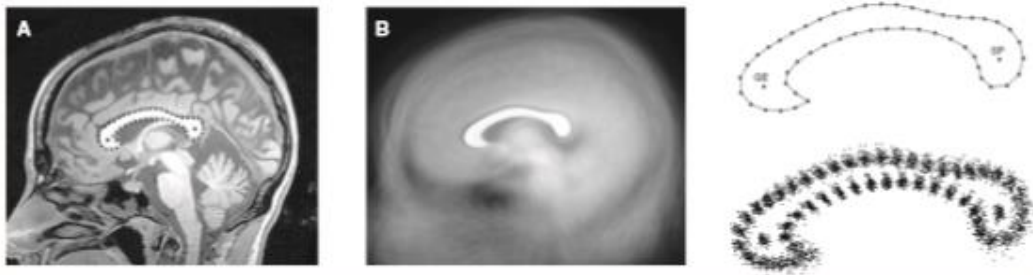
Принцип моделювання мозолистого тіла за допомогою міток, що відповідають центрам коліна і валика, а також 50 напівміток, рівномірно розташованих по його контуру. А – МРТ- зображення серединного сагітального зрізу мозолистого тіла. В – прокрустове накладення координат від 102 молодих людей шляхом зсуву напівміток відповідно до критерію мінімальної енергії вигину. Накладене зображення показує середню форму мозолистого тіла, обчислену як геометричне середнє значення для всієї вибірки. [189].
